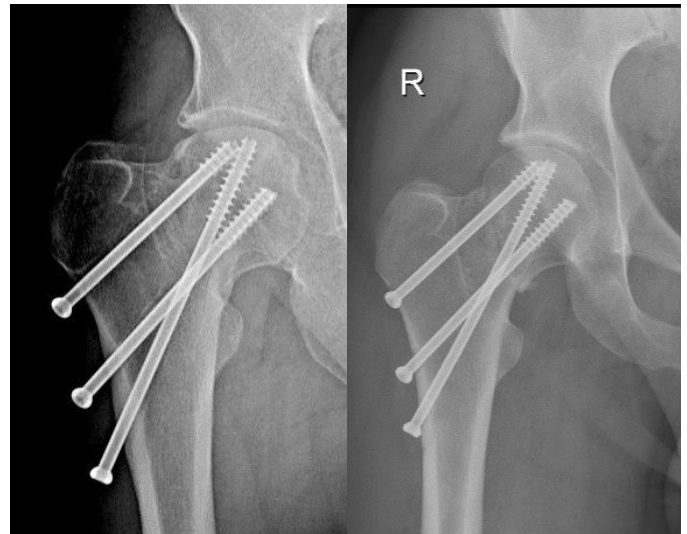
Сращение перелома с АВН, латерализация винтов, укорочение, варусный коллапс. Рентгенограммы за последнее наблюдение (Пациент №3)
